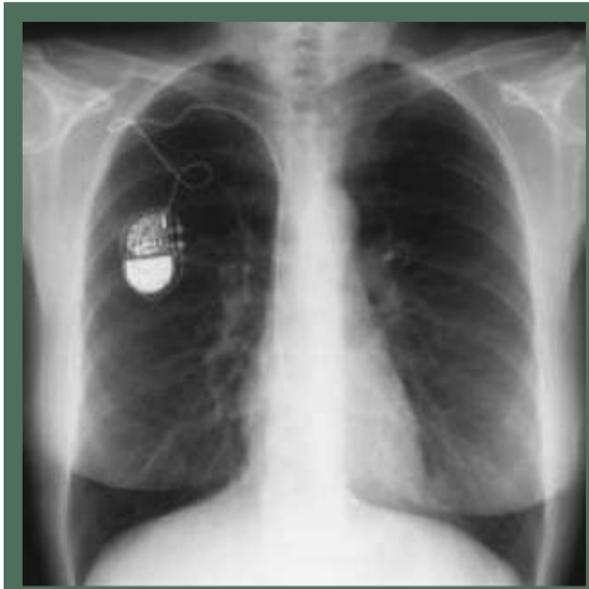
Radiografía de tórax con marcapasos bicameral.
